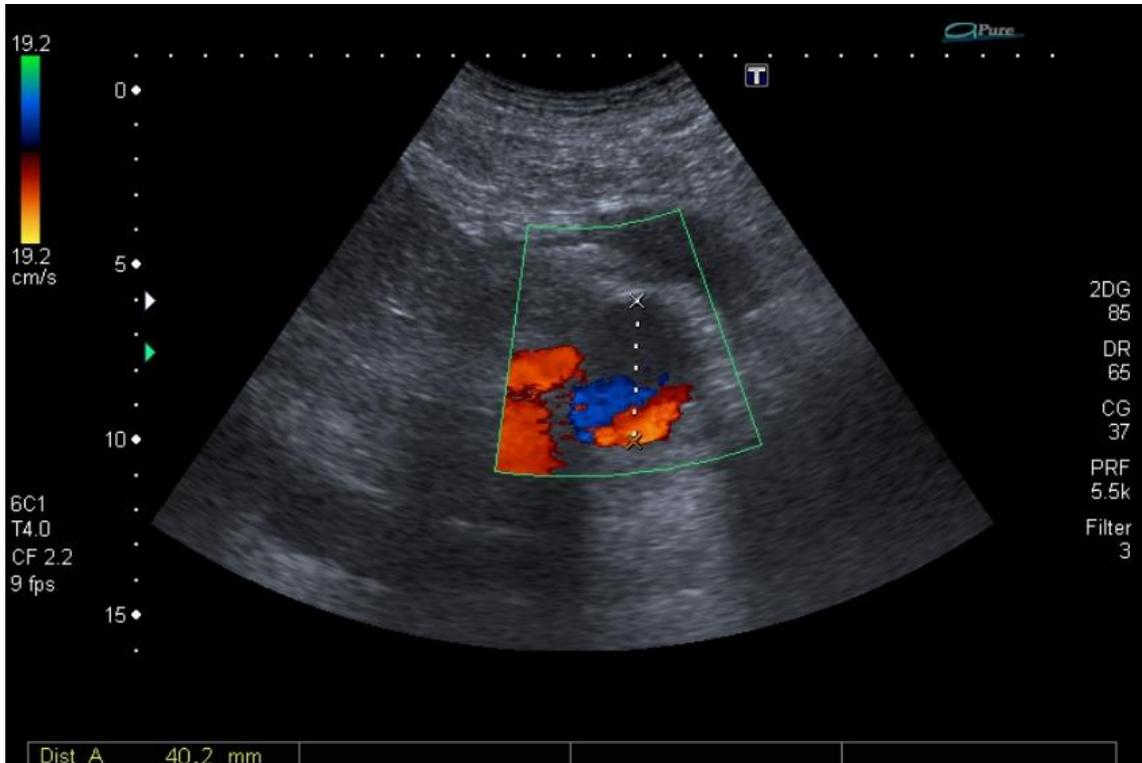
Ecografía abdominal c/ Doppler que evidenció imagen redondeada en el hilio de 40 mm de diámetro con flujo turbulento en su interior.
